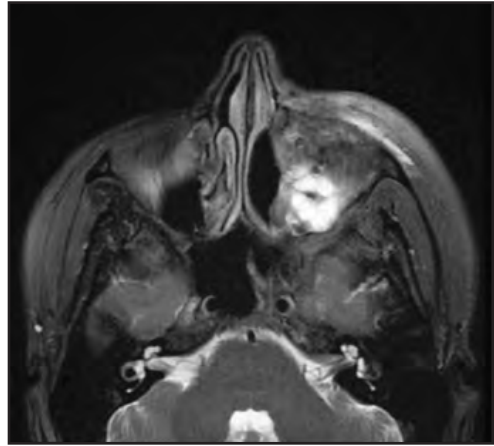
RM que muestra remanente tumoral a nivel del ángulo interno de la órbita izquierda y en la base de la nariz a izquierda. Corresponde a caso clínico número uno.
